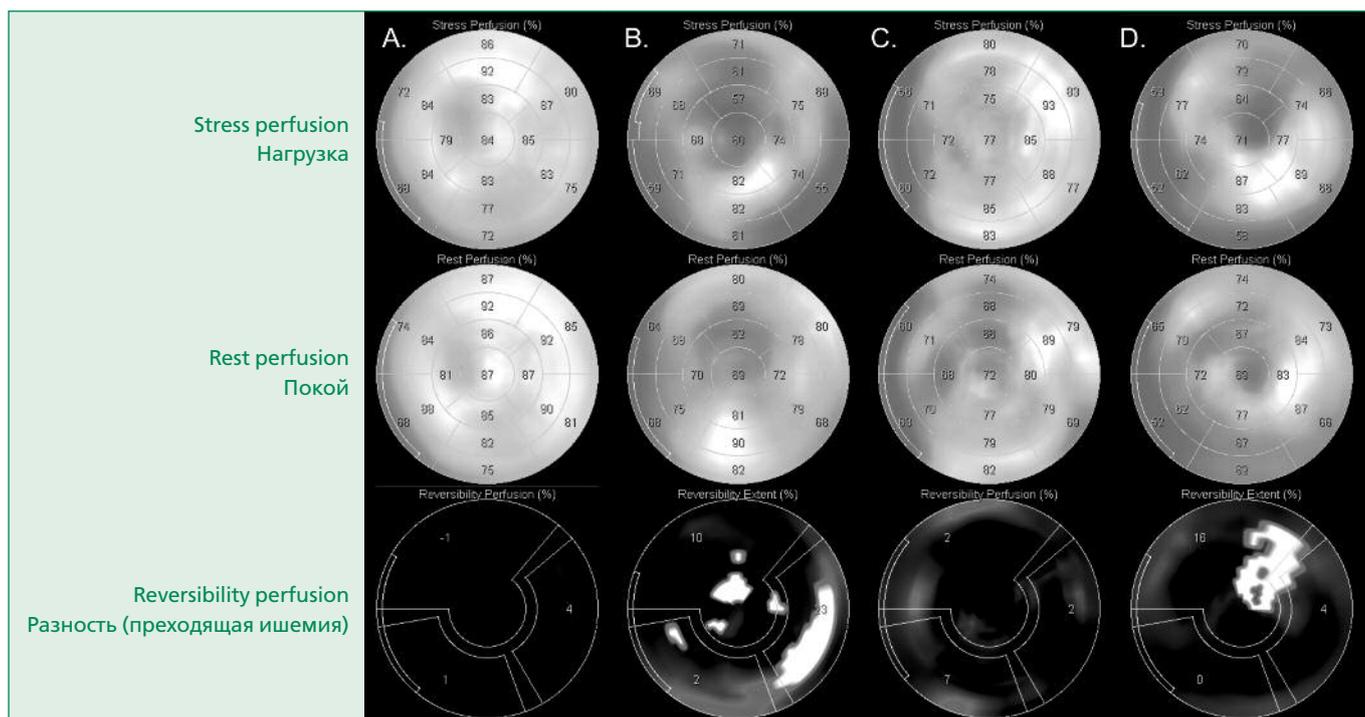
Variants in the results of perfusion single-photon emission tomography of the myocardium.
